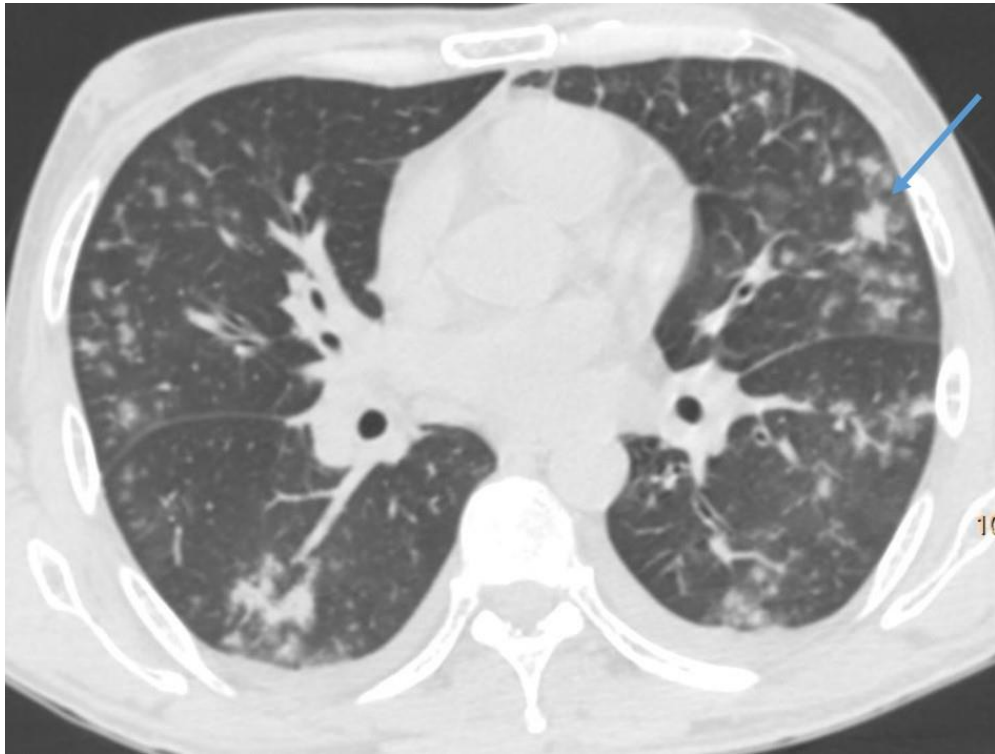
КТ груди, аксиальный срез. Больной с бактериальной пневмонией.
